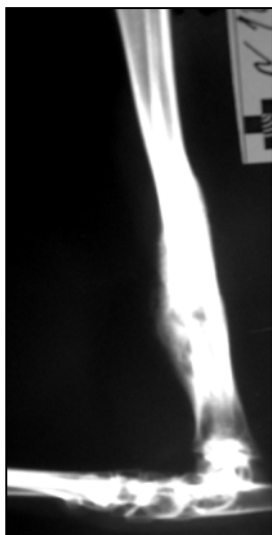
Рентгеновский снимок большеберцовой кости кролика
